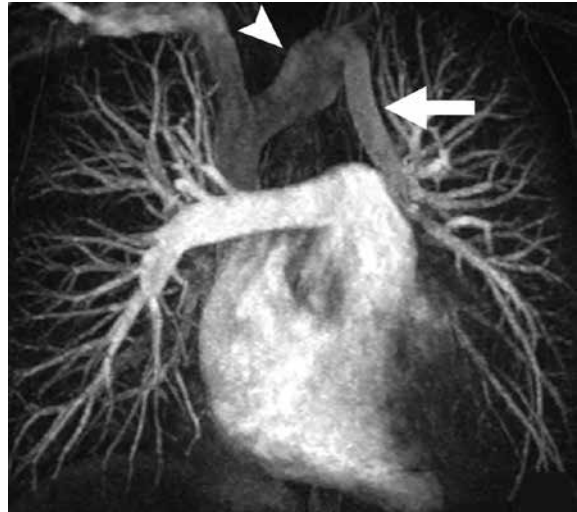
Drenaje venoso anómalo parcial supracardíaco izquierdo. Imagen de angiografía por resonancia magnética con proyección de máxima intensidad (MIP). Las venas del lóbulo superior izquierdo y las venas de la lingula están conectadas a un colector venoso vertical (flecha) que drena al tronco braquiocefálico venoso (cabeza de flecha) y de ahí a la vena cava superior (VCS).
